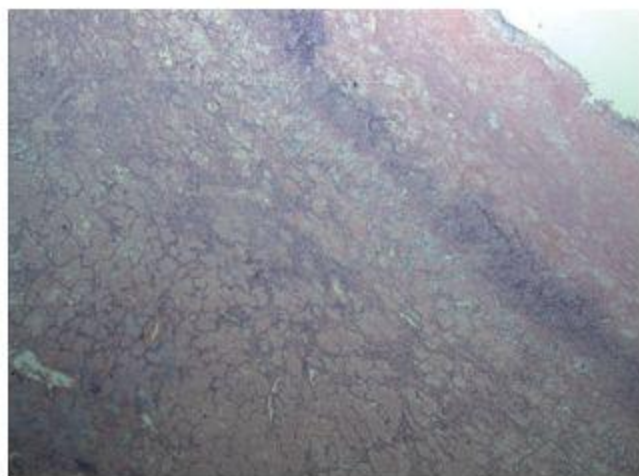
Стенка полости, рентгенологически имитировавшей каверну при малом увеличении у умершего Д. Окраска гематоксилином-эозином,  $\times 25$
